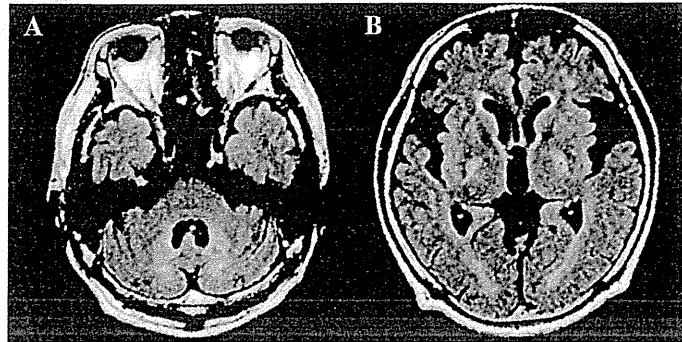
脳髓黄色腫症患者の脳MRI (FLAIR画像)。
